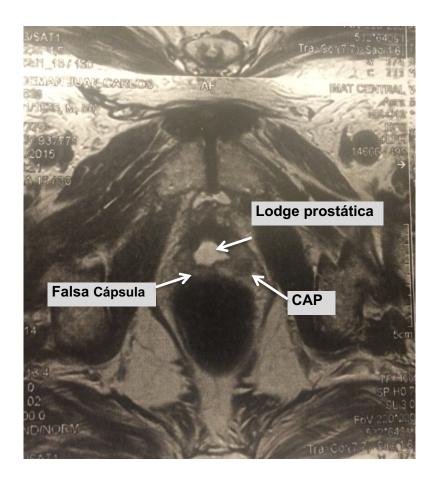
Resonancia multiparamétrica en paciente post ATV que muestra un nódulo en cara lateral izquierda que deforma la capsula (tumor T3).
